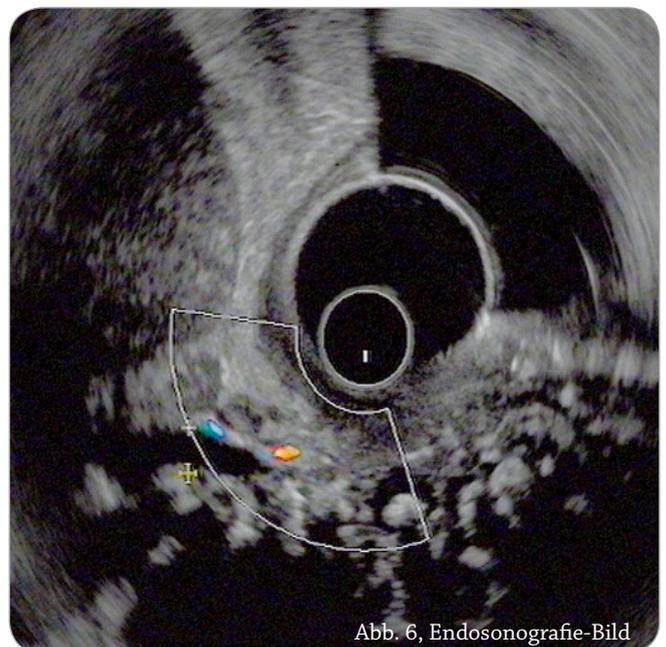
Endosonografie-Bild
